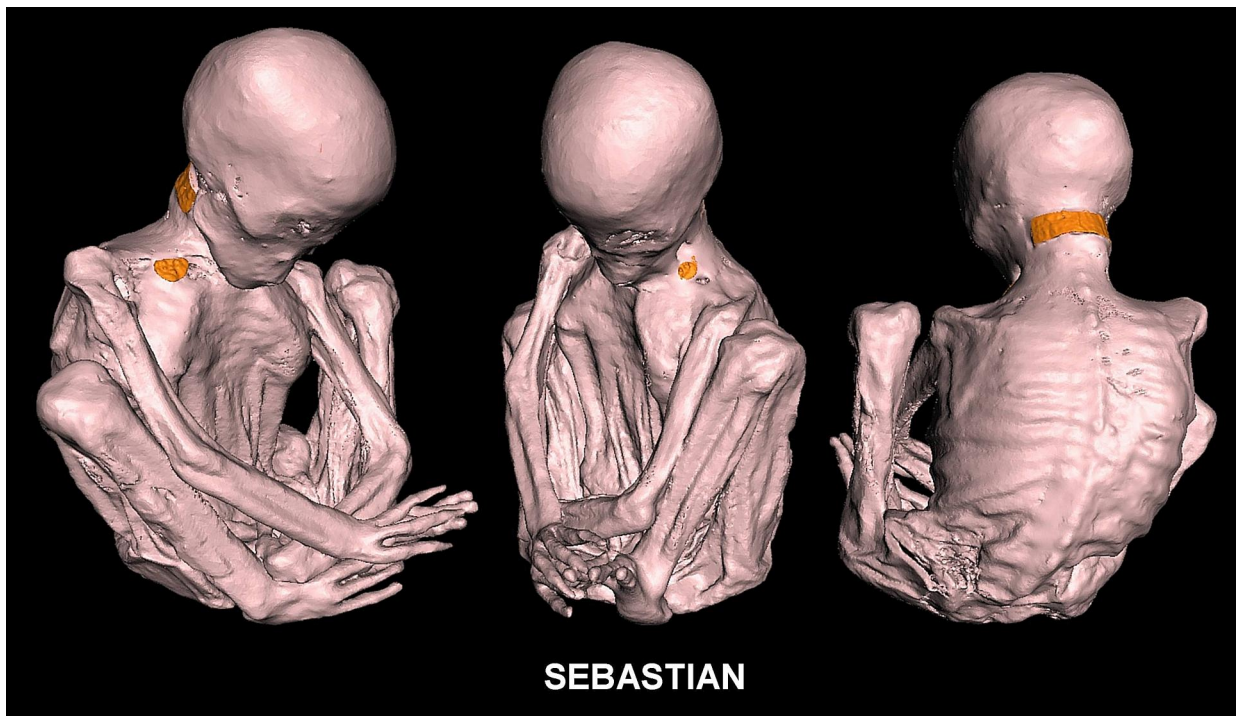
Tomografía computarizada en 3D de ‘Sebastián’ mostrando su anatomía superficial en varias proyecciones. Nótese la postura fetal, manos y pies tridáctilos y la presencia de 3 implantes metálicos (en color naranja).
